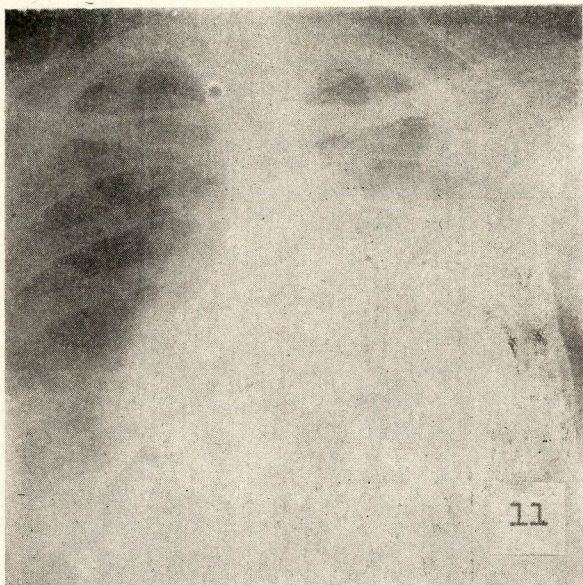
B.L.P. — Radiografia do tórax evidenciando derrame pleural metastásico de adeno-carcinoma da mama. Presença de células neoplásicas no líquido remorrágico retirado por punção. Antes do tratamento pelo derivado fenólico
